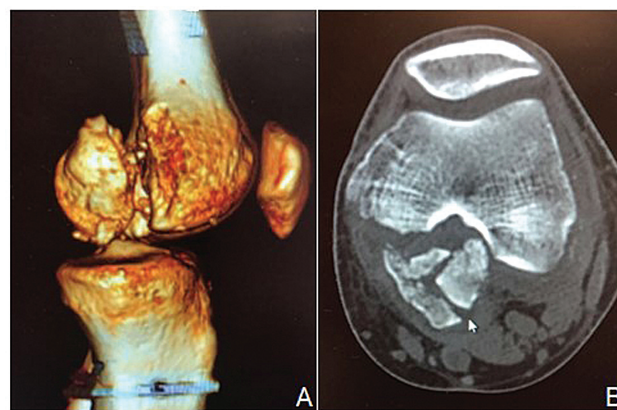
(A) Reconstrução tridimensional de tomografia computadorizada sagital realizada no período pré-operatório. (B) Tomografia computadorizada axial pré-operatória.
